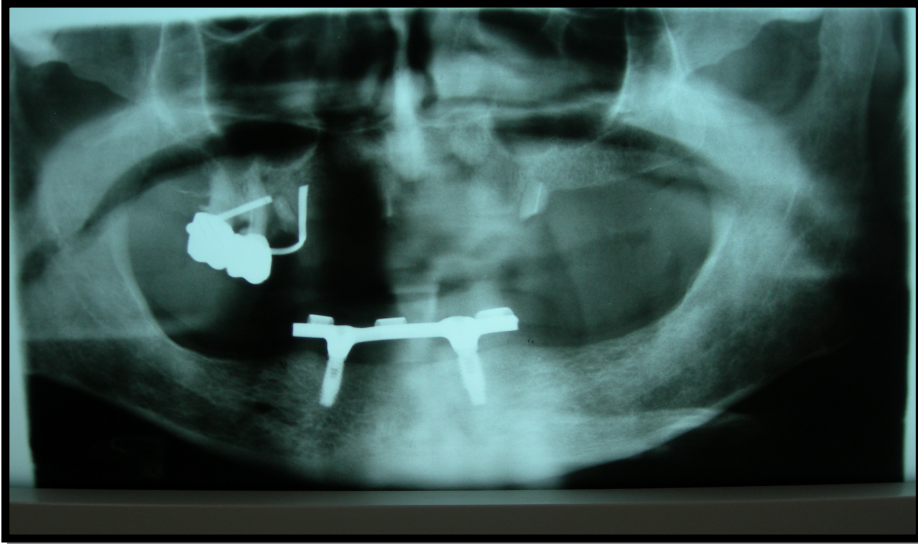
Radiografía panorámica post- operatoria
